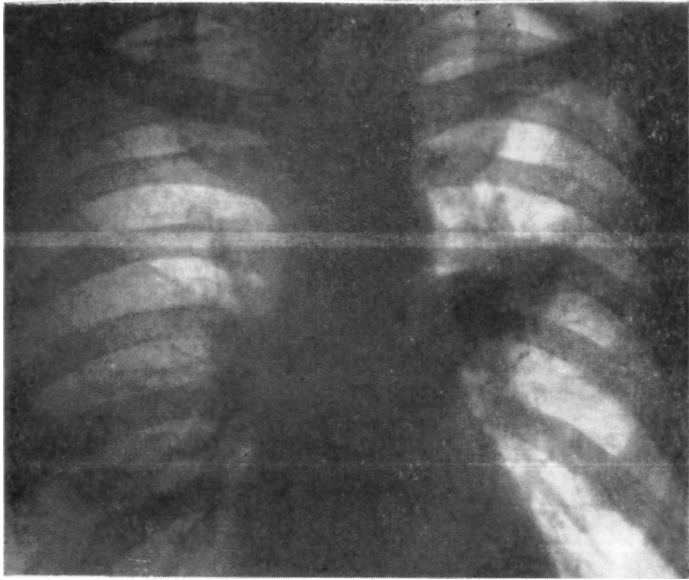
Больной Г. Прямая рентгенограмма легких. Ателектаз 3-го сегмента левого легкого.
